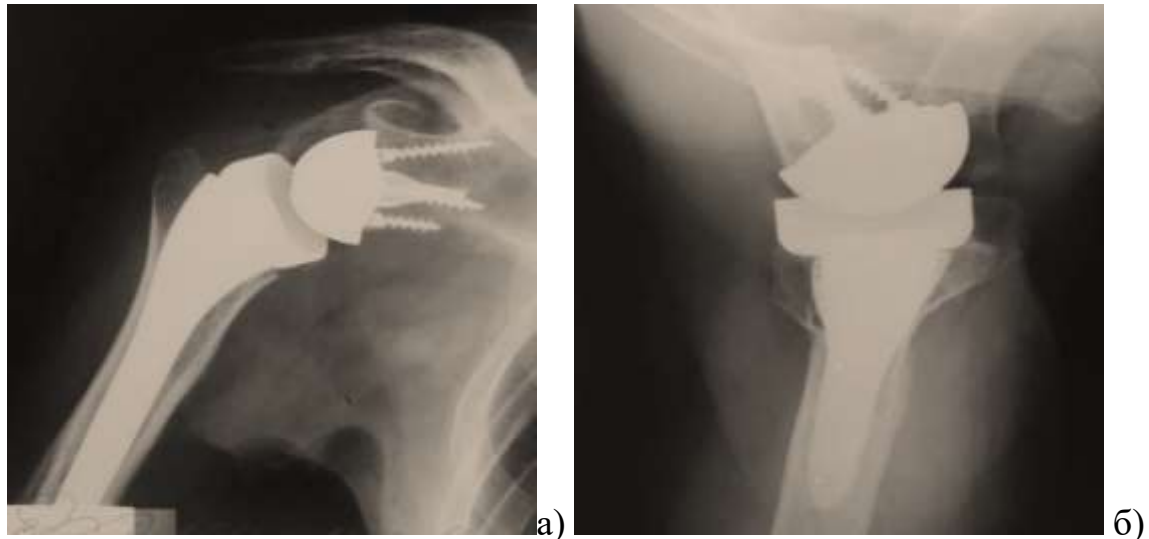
Рентгенограма плечового суглоба після реверсивного протезування: а) пряма проекція; б) аксіальна проекція.
